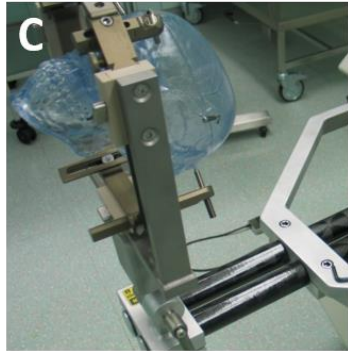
Rahmengestützte Computertomographie-Referenzierung.
